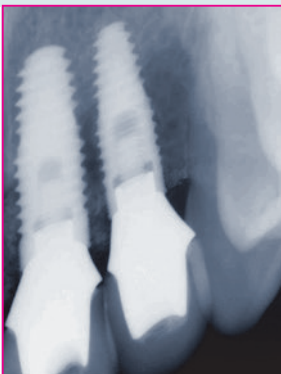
Röntgenkontrollaufnahme ein Jahr nach der definitiven prothetischen Versorgung.
